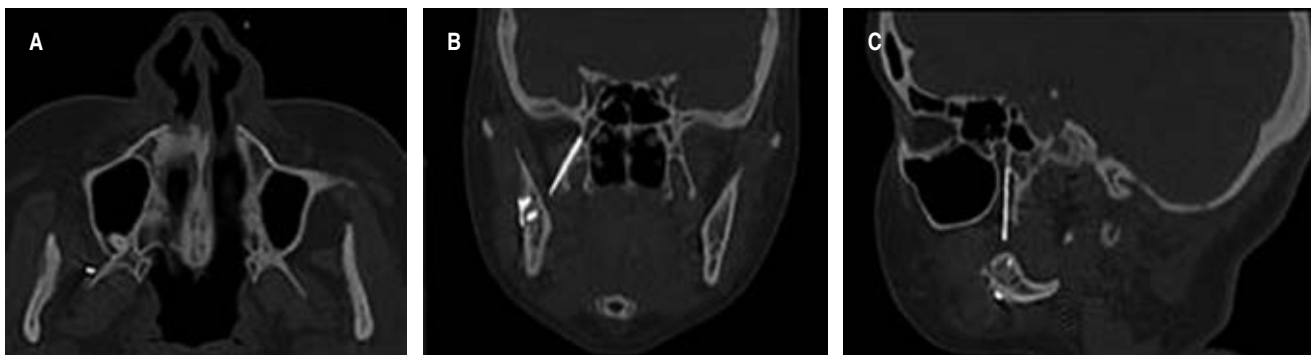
Cortes axial, coronal y sagital de la tomografía espiral multicorte, las cuales evidencian el cuerpo extraño en la fosa pterigomaxilar derecha.
